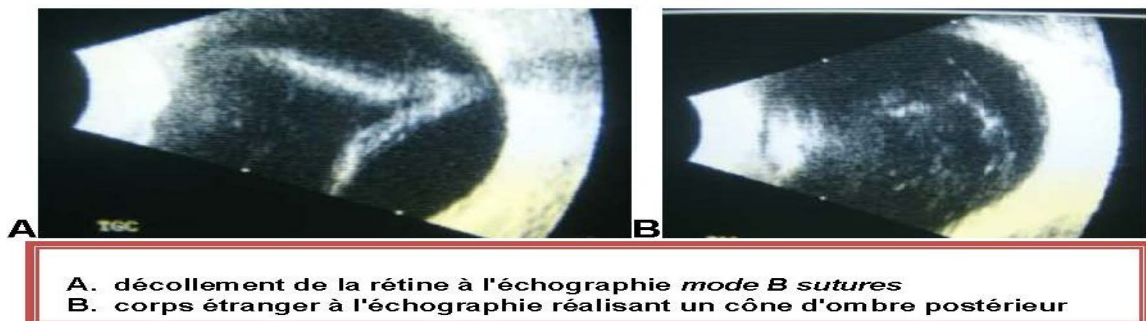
Échographie oculaire
